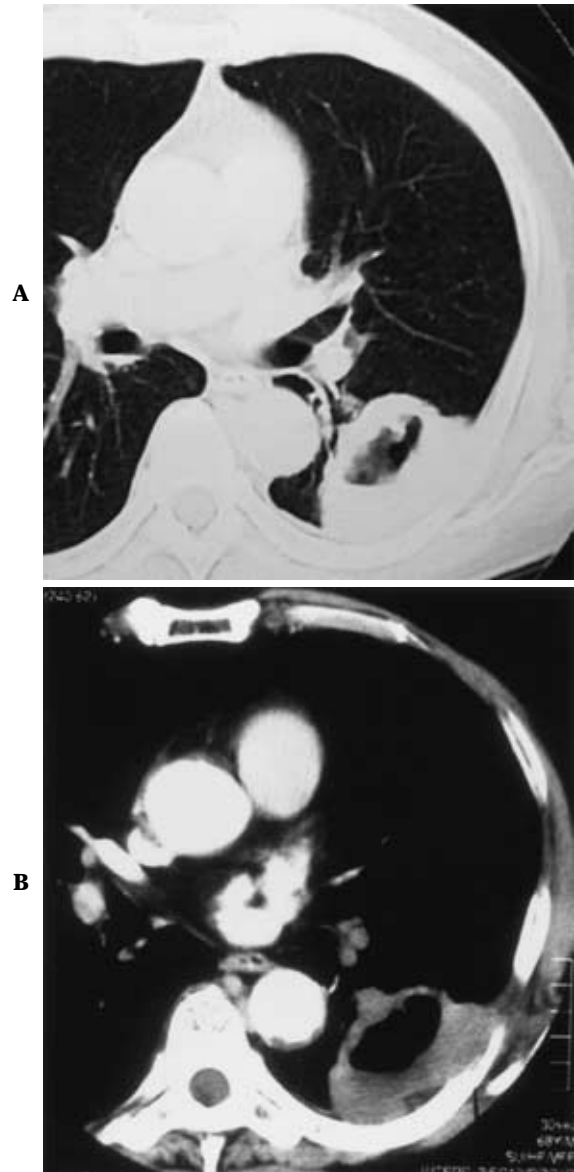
Chest CT. A. Lung window shows the tumor is located in left S⁶. B. Chest wall invasion was suspected at the mediastinal window.
